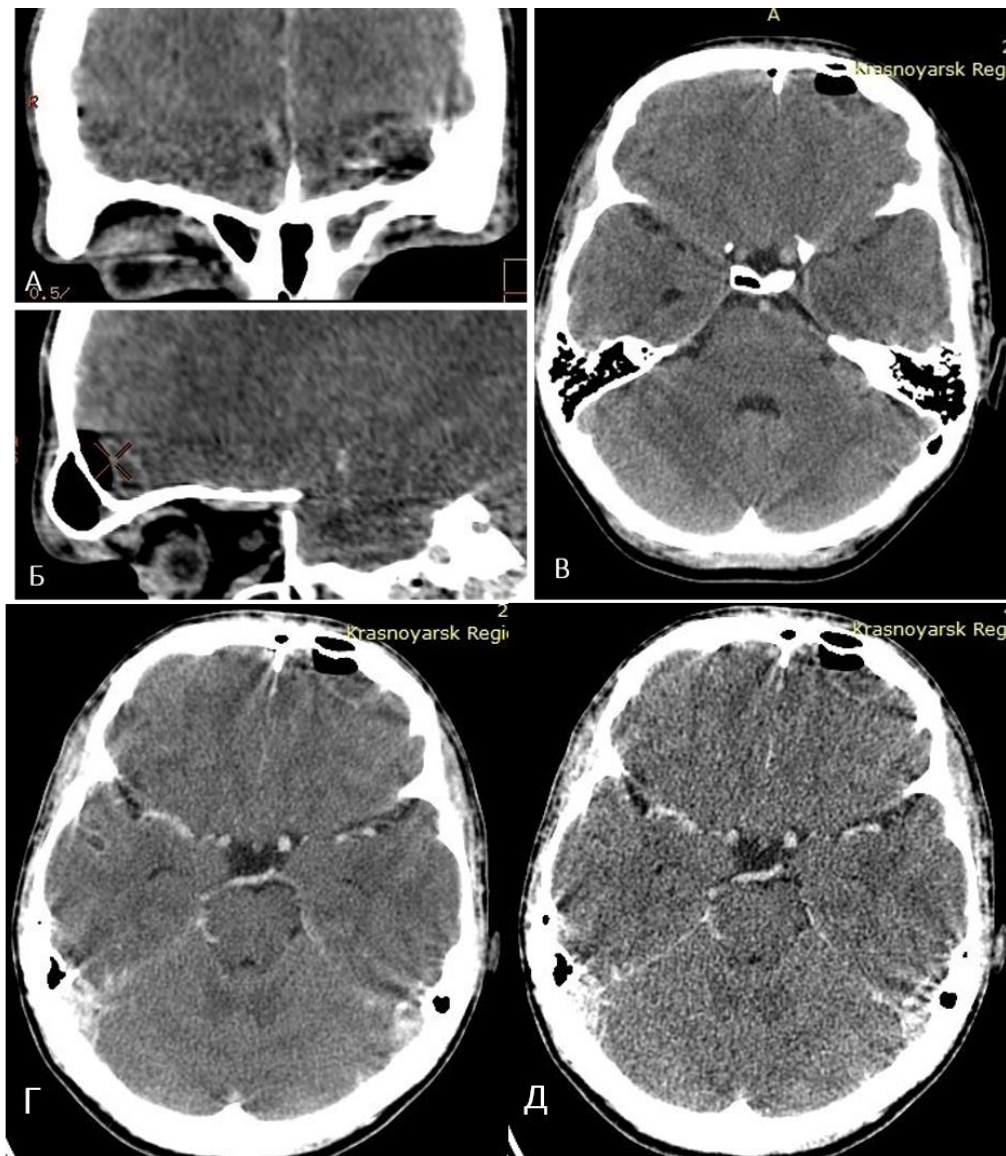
КТ головного мозга пациента П., 22 лет, в коронарной (А), сагиттальной (Б) и аксиальной (В) проекциях без контрастирования и постконтрастные томограммы в аксиальной проекции (Г, Д). Диагноз: хронический гнойный полисинусит, риносинусогенный менингоэнцефалит, эпидуральная эмпиема левой лобной доли. Плотность мозгового вещества в передних отделах левой лобной области снижена (16–19 ед. Н), в контакте с задней стенкой правой лобной пазухи определяется полостное образование линзовидной формы, содержащее жидкость и воздух (А, Б, В). При контрастировании по периферии образования определяется тонкая зона накопления контрастного вещества (Г, Д)
